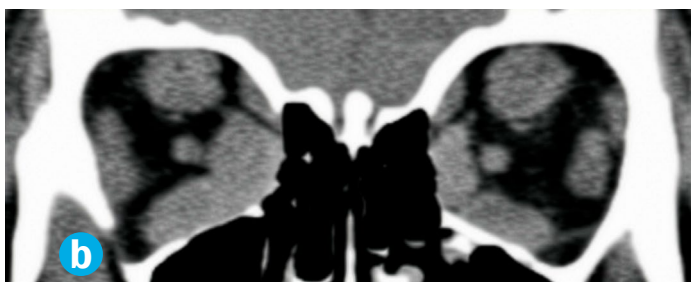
Koronale Rekonstruktion einer CT-Aufnahme der Orbitae mit bilateraler Darstellung beider Augenhöhlen:
